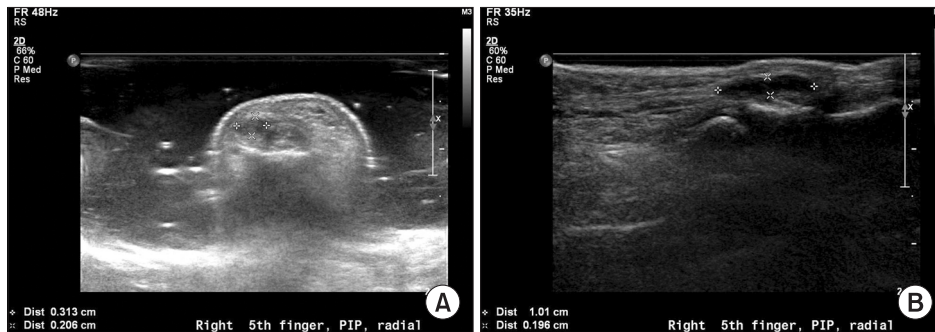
Ultrasonograph shows an ovoid-shaped non-echoic lesion in right 5<sup>th</sup> finger middle phalanx, which measures 0.3×0.3×1.0 cm. (A) Axial view, (B) Sagittal view.
